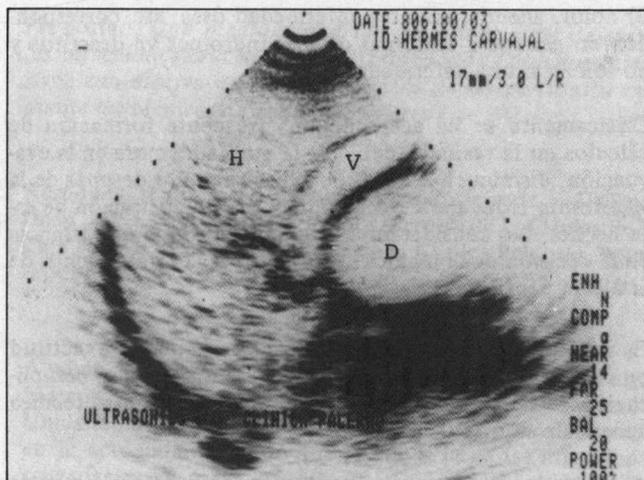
Ecografía demostrativa de la gran dilatación del asa duodenal (D) por hernia interna, después de un Bilioth II. El hígado (H) y la vesícula (V), aparecen normales.
